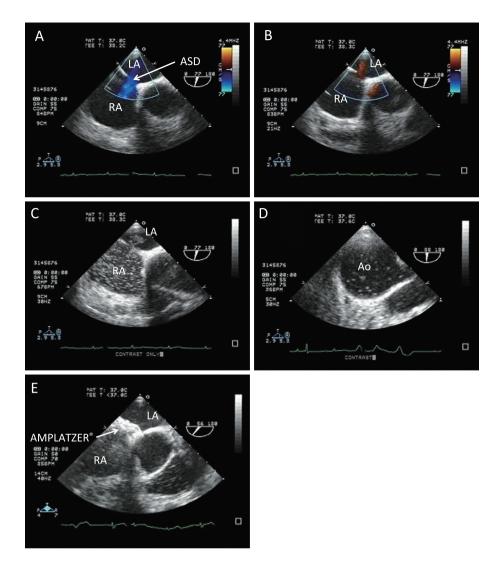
Findings of transesophageal echocardiography (TEE).
